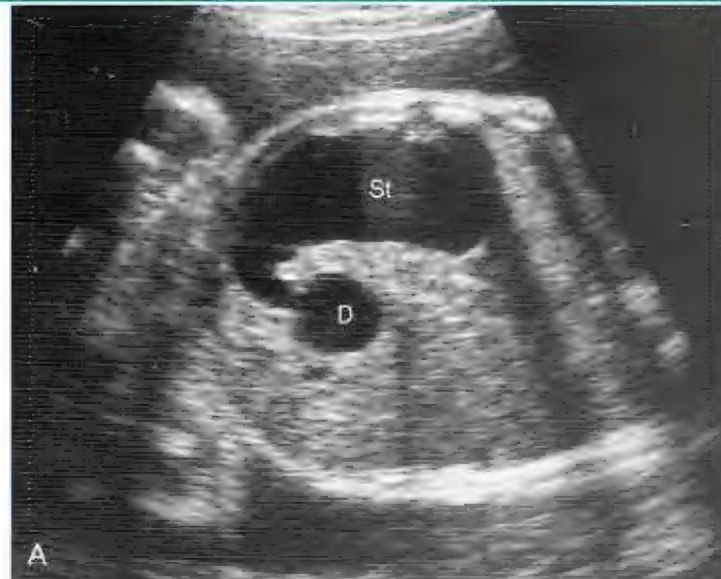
Exame de ultrassonografia de um feto com 33 semanas de gestação (31 semanas após a fecundação), mostrando atresia duodenal. A, Um exame oblíquo mostra o estômago dilatado e cheio de líquido (St) entrando no duodeno proximal (D), que também se encontra aumentado devido à atresia (bloqueio) distal a ele. B, Exame de ultrassonografia transversal, mostrando a aparência característica de “dupla-bolha” do estômago e do duodeno quando há atresia duodenal. (Cortesia de Dr. Lyndon M. Hill, Magee-Women’s Hospital, Pittsburgh, PA.)
